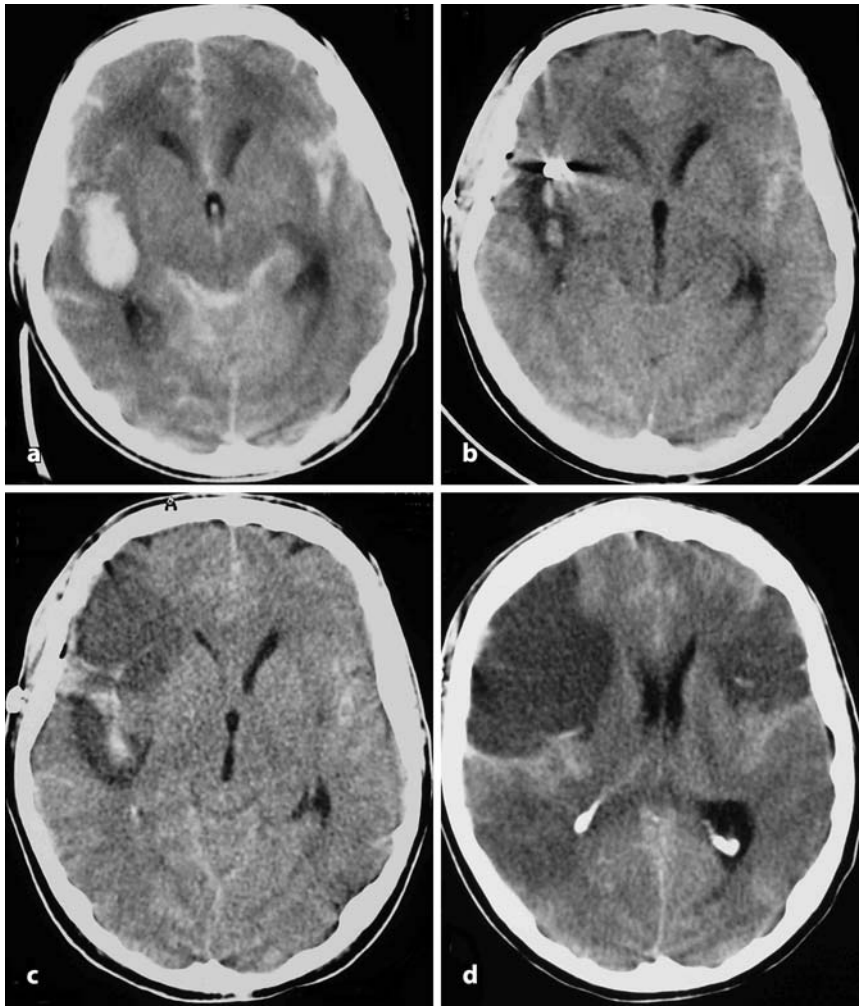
▲ Bei dieser Patientin konnte im CT eine SAB in der Inselzisterne rechts nachgewiesen werden (a). In der DSA war ein Mediaaneurysma zu sehen, das anschließend geklippt worden ist. In dem direkt postoperativ durchgeführten Kontroll-CT war die Blutung entfernt worden, der Clip ist als Artefakt zu erkennen (b). Die Patientin entwickelte Vasospasmen, die mit dem TCD kontrolliert wurden. Am 6. Tag post-op kam es zu einer Hemiparese links, im CT fand sich ein Infarkt im Versorgungsgebiet der A. cerebri media rechts (c). Am 9. postoperativen Tag trat eine Hemiparese rechts auf, im CT fand sich nun auch ein Infarkt im Versorgungsgebiet der A. cerebri media links (d)
